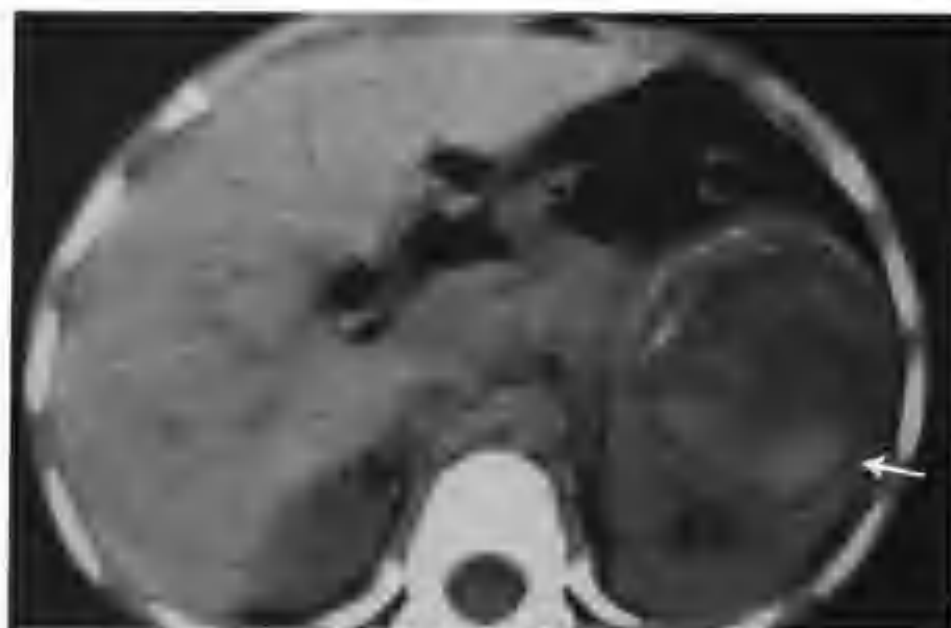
左肾母细胞瘤（CT 平扫见左肾有一巨大等低混杂密度肿物，内见片状出血及斑点状钙化（箭头））
